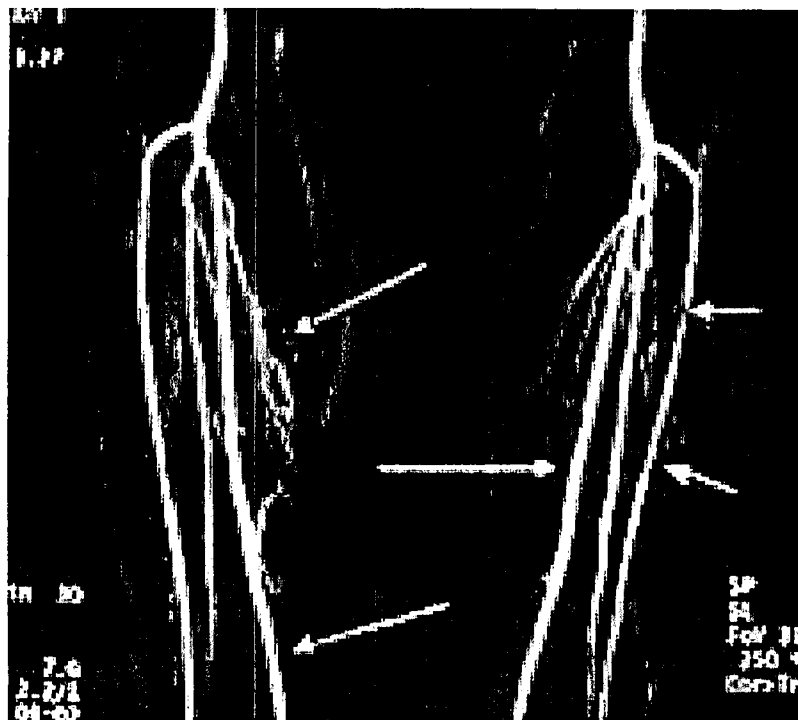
Рентгеновское изображение
